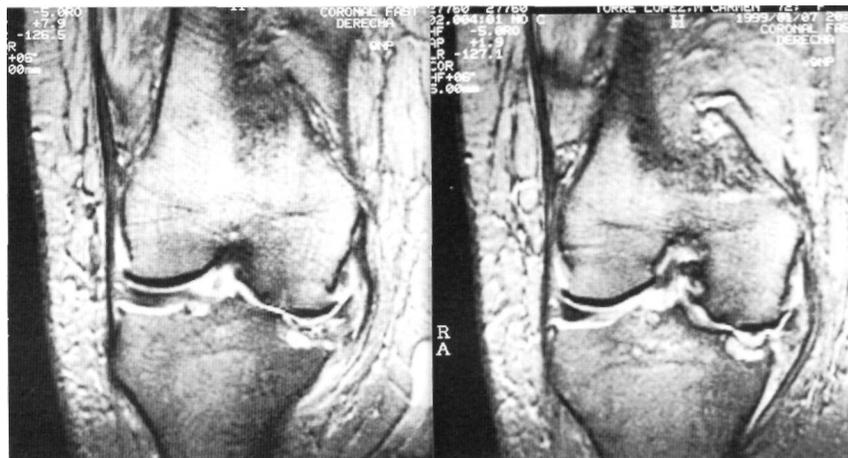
Caso 1. Imagen de resonancia nuclear donde se aprecia el colapso de la parte más medial de la meseta tibial interna.
